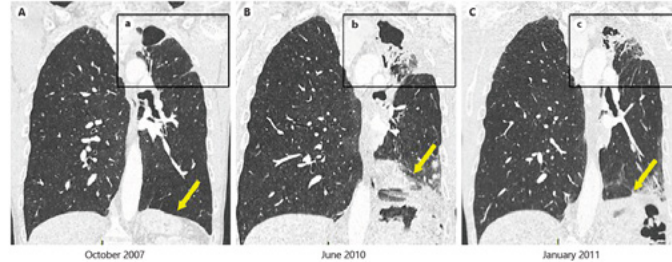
A) CT Thorax mit residueller dünnwandiger Kaverne bei Z.n. pulmonaler TBC im linken Oberlappen; B) Zeitpunkt der Diagnostikstellung CPA bei neuen Hämoptysen; C) Nach 6 Monaten Therapie mit Voriconazol
